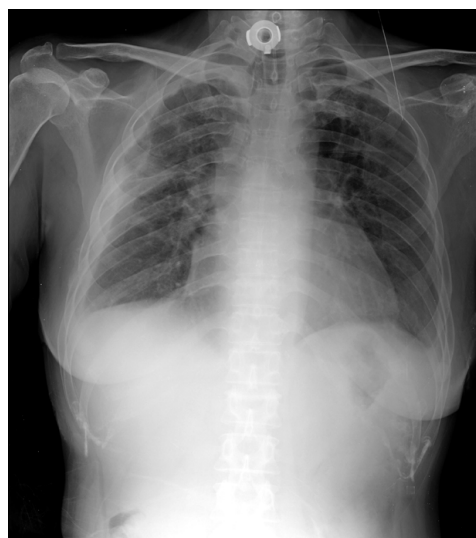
A chest radiograph showed resolved infiltrates in bilateral lung fields 4 weeks after cessation of extracorporeal membrane oxygenation and removal of chest tubes.
